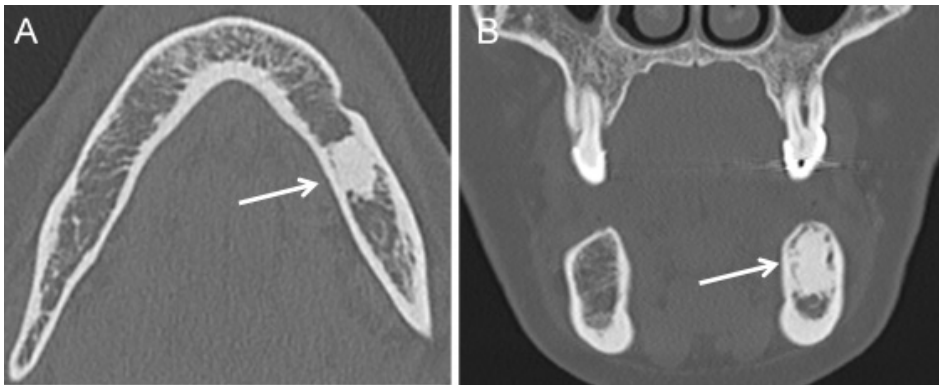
Displasia cemento-óssea. Imagens axial (A) e coronal (B) de TC em janela óssea mostram uma lesão esclerótica unifocal, de limites bem definidos, na vertente esquerda do corpo da mandíbula (setas), sem expansão óssea associada.
